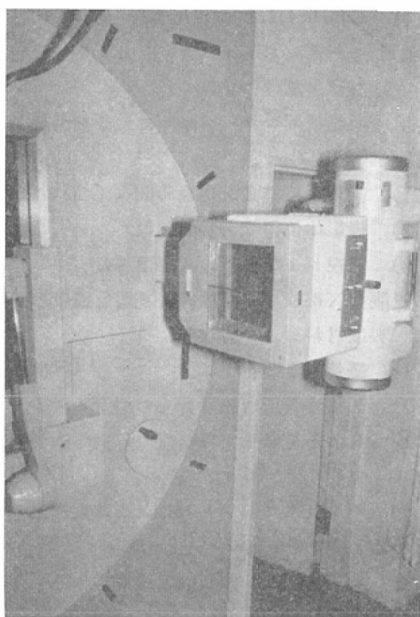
Transmission type ionization chamber attached to the front of diaphragm of X-ray tube.
